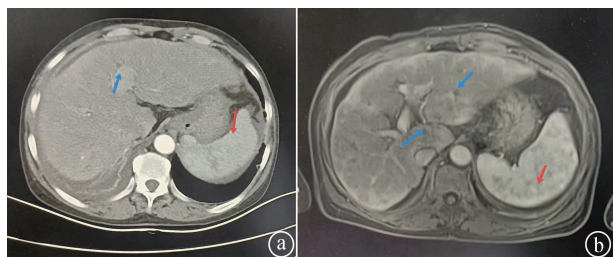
患者腹部增强 CT 及全腹 MR 平扫所见
